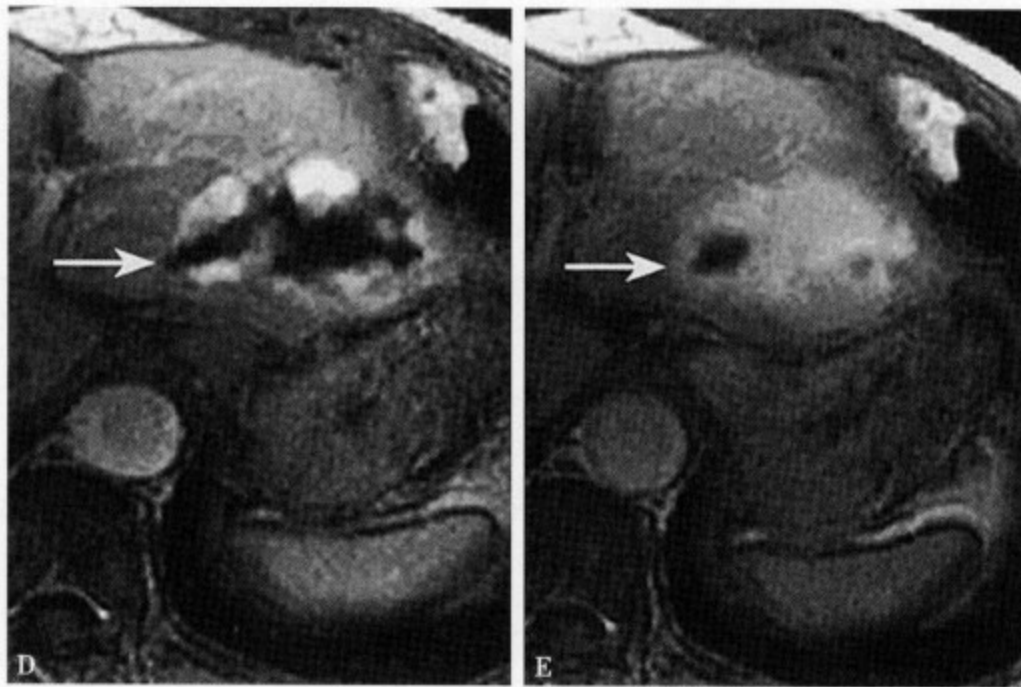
MRI T₁WI (A) 显示肝左叶外侧段圆形低信号病灶，边缘清楚；增强 MRI 动脉期 (B) 仅显示边缘少许点状强化；门脉期 (C) 显病灶边缘点状或结节状强化，其范围迅速向中心部延伸；平衡期 (D) 病灶强化更明显，中心低信号区范围缩小；延迟 5 分钟 (E) 显示病灶中度强化，大部分被填塞，仅血栓部不强化呈低信号
